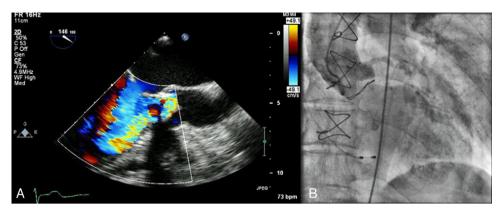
Insuficiência aórtica demonstrada por ecocardiograma transesofágico (A) e aortografia (B).
